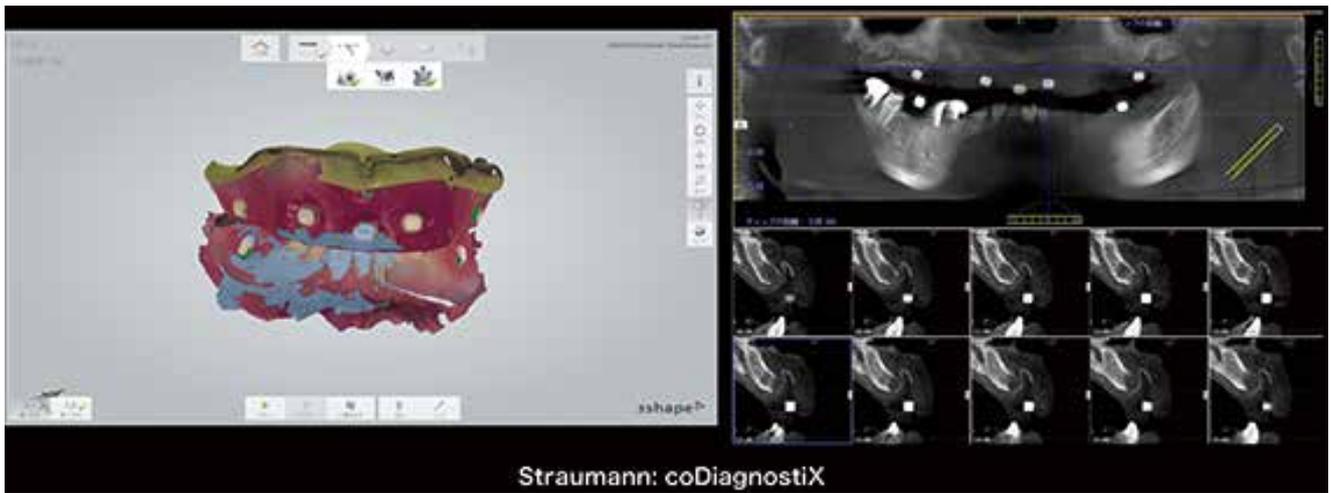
X線造影性の高いマーカーを蟻堤内と口蓋部分に付着してCBCTとIOSのデータを統合する。
